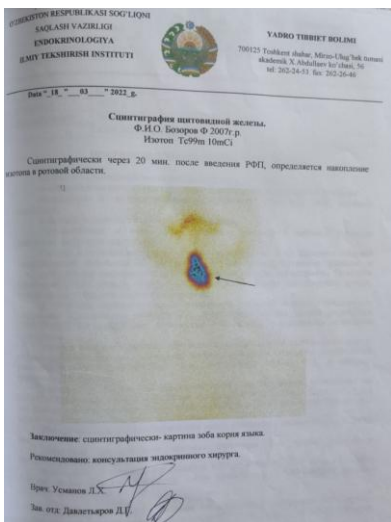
Сцинтиграфия щитовидной железы
